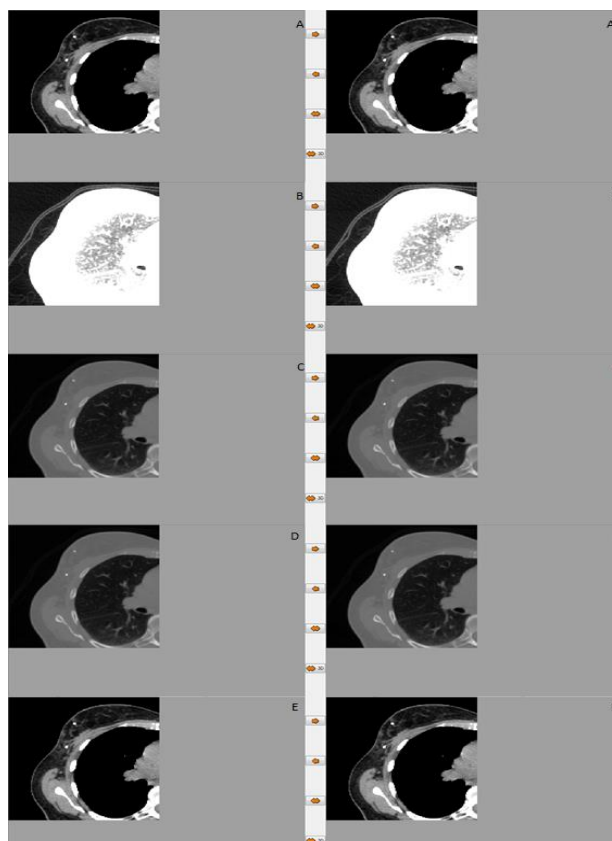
Representação dos vários tipos de imagem possíveis de se visualizar, utilizando as opções disponíveis no programa *ISeg*. A: tipo de imagem da região axilar com base na qual o fantôma digital vai ser criado, com as seguintes opções selecionadas: A: “CT Weight”, “Muscle” e “Crop”; B: Outro tipo de imagem analisado para a região, sem nenhuma das opções selecionadas; C: Imagem sobre a mesma região com as seguintes características: “CT Weight”, “Bone” e “Crop”. D: Imagem com as características: “CT Weight”, “Bone” ; E: imagem com as características: “CT Weight”, “Muscle”.
